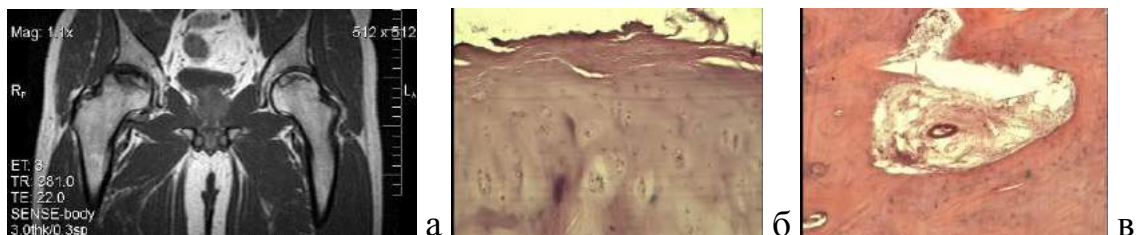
♂, 31 г., диагноз: АНГБ, справа 3 стадия, слева 1 стадия; а – МРТ-грамма ТБС; б - разволокнение поверхности суставного хряща. Окраска гематоксилин-эозин. Микрофото. Ок. 10, об. 40; в - замещение кроветворной ткани грануляционной тканью. Окраска гематоксилин-эозин. Микрофото. Ок. 10, об. 20
